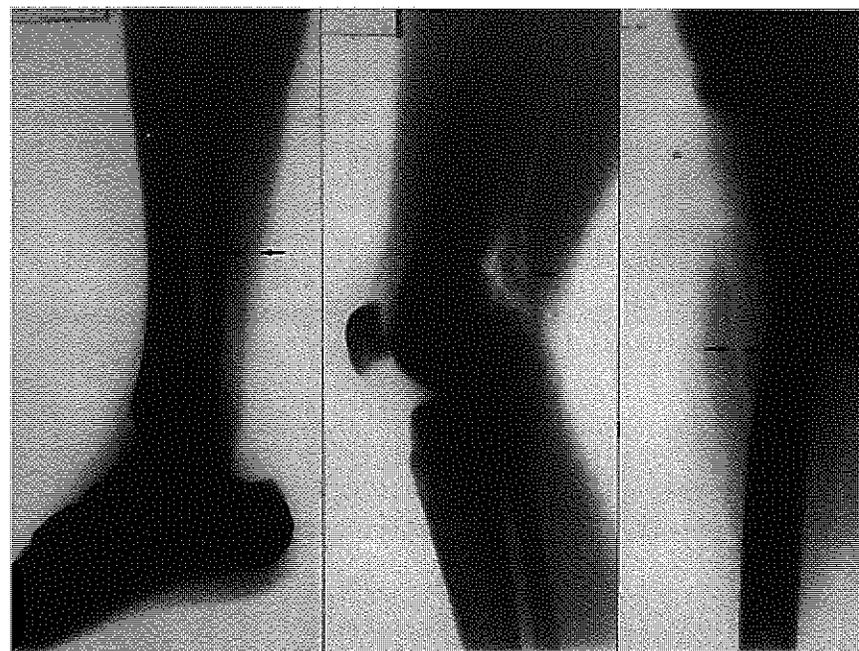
Aspetto radiografico dell'enfisema sottocutaneo. Notare lo scollamento dei setti intermuscolari e la grossa raccolta a livello del cavo popliteo
